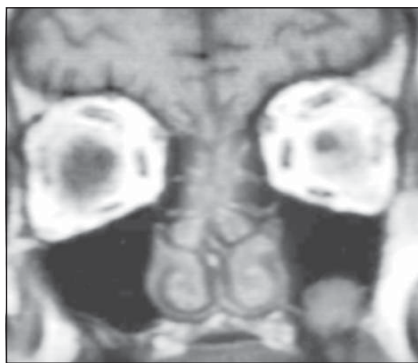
Та сама хвора. МРТ — фронтальна площина, Т-1 зображення. Кіста в лівій верхньощелепній пазусі
